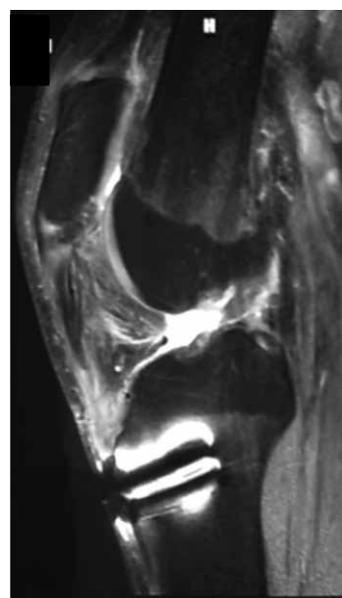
初診時MRI(STIR, sagittal像)
